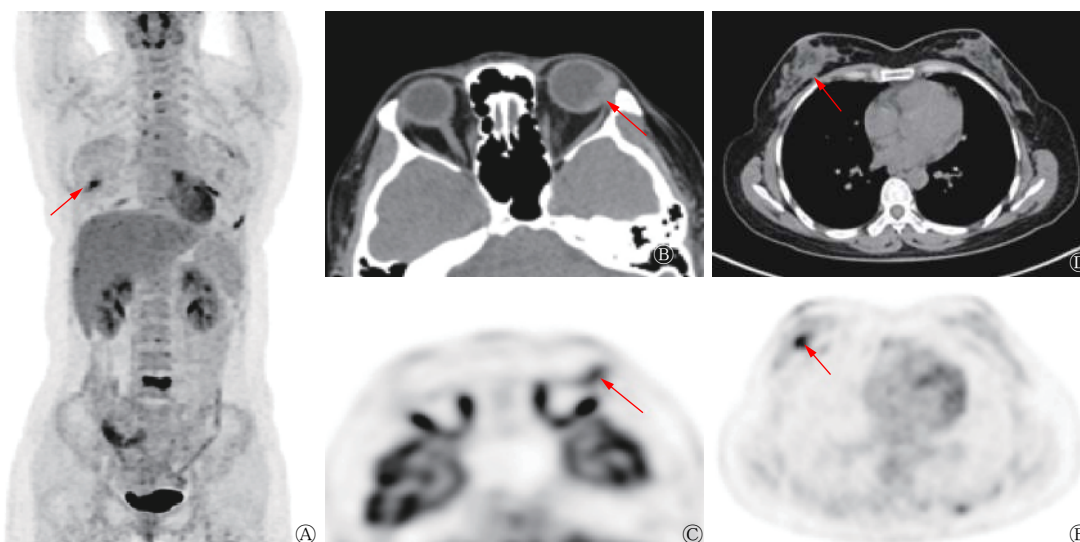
乳腺癌伴左眼及多发骨转移患者(女性, 40岁)的¹⁸F-FDG PET/CT 图像 患者左眼视力下降 1 月余, 外院眼底造影显示左眼脉络膜占位, 疑为转移瘤。图中, A: PET MIP 显示右乳癌(红色箭头)伴多发骨转移灶, 对¹⁸F-FDG 的摄取增高; B: CT 横断面显示左眼颞侧壁梭形增厚(红色箭头); C: PET 横断面显示左眼颞侧壁对¹⁸F-FDG 的摄取增高(红色箭头); D: CT 横断面显示右乳外下象限结节(红色箭头); E: PET 横断面显示右乳结节对¹⁸F-FDG 的摄取增高(红色箭头)。FDG: 氟脱氧葡萄糖; PET: 正电子发射断层显像术; CT: 计算机层摄影术; MIP: 最大密度投影
